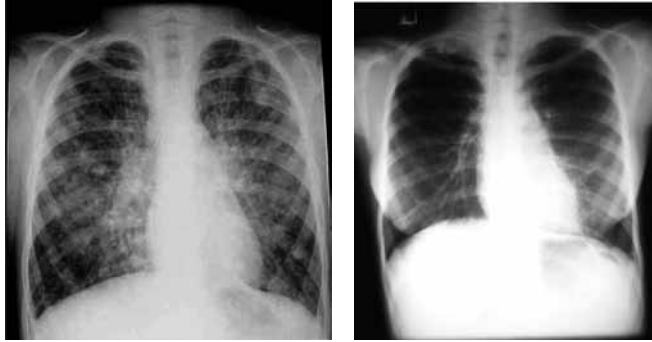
Radiografias: pré-operatório com as imagens características de fibrose cística terminal e pós-operatório de dez anos. Caso clínico: Feminina, 7 anos, fibrose cística com dependência de O_2 há dois anos. Recebeu um lobo inferior da mãe e de uma irmã. Excelente evolução, com preservação funcional ao longo do tempo.
